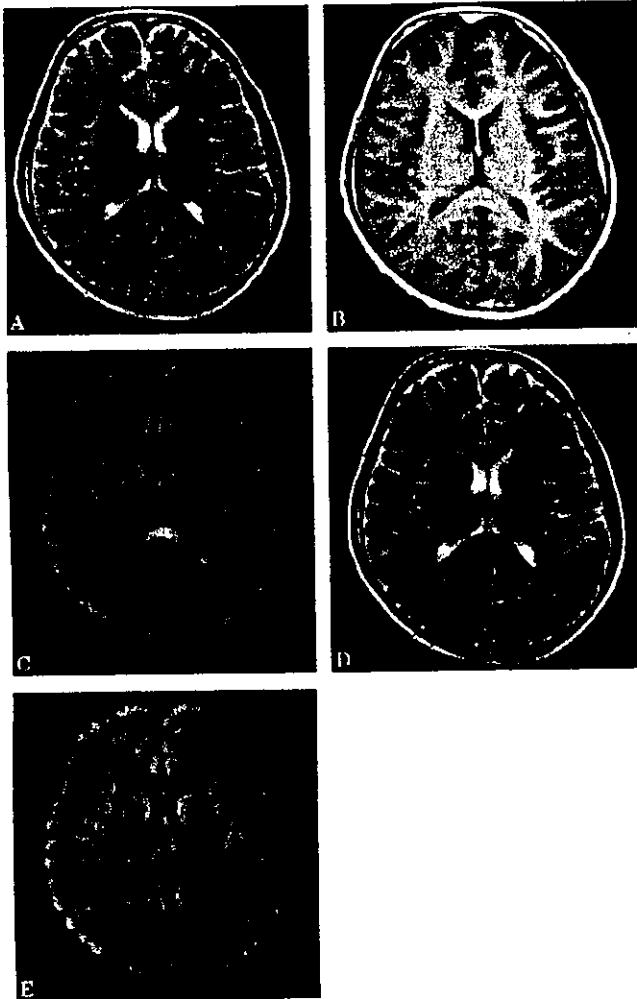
Case 15. MRI on day 4, showing a lesion extending into the lateral portion of the splenium of the corpus callosum (SCC) on T2- and T1-weighted imaging (A, B) and diffusion-weighted imaging (C). The lesion in the SCC disappeared on all sequences on day 8 (D, E).
